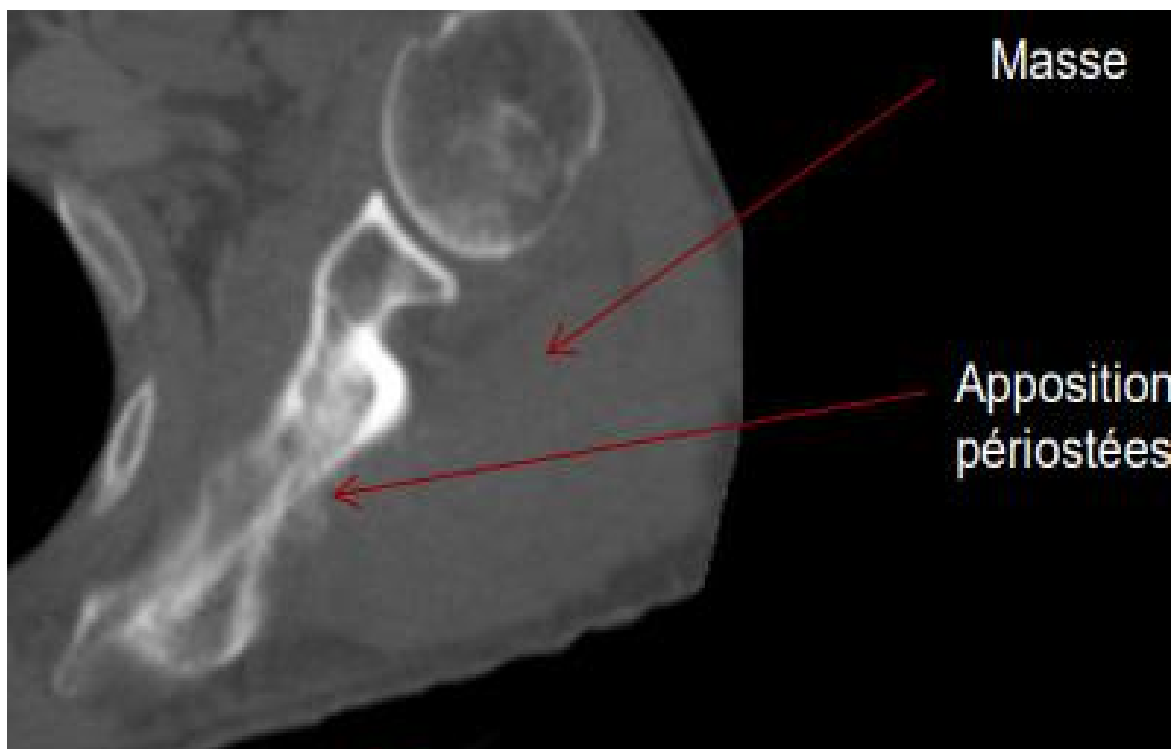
Masse tissulaire des PM au-dessus de l'épine de la scapula sur TDM thoracique [40]
